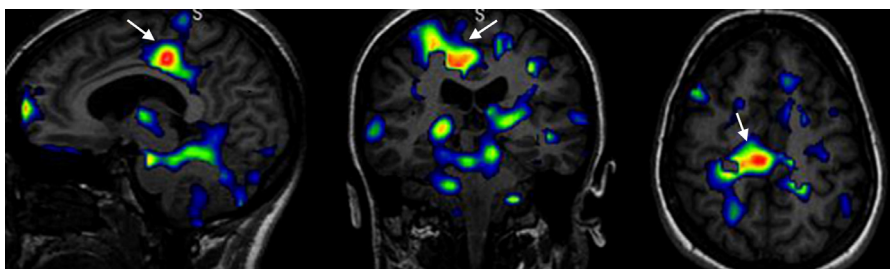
Paciente con RM normal y crisis motoras. Cortes sagital, coronal y axial del SISCOM que muestran una imagen activa en el cíngulo frontal posterior derecho que localiza la zona de inicio de crisis.
